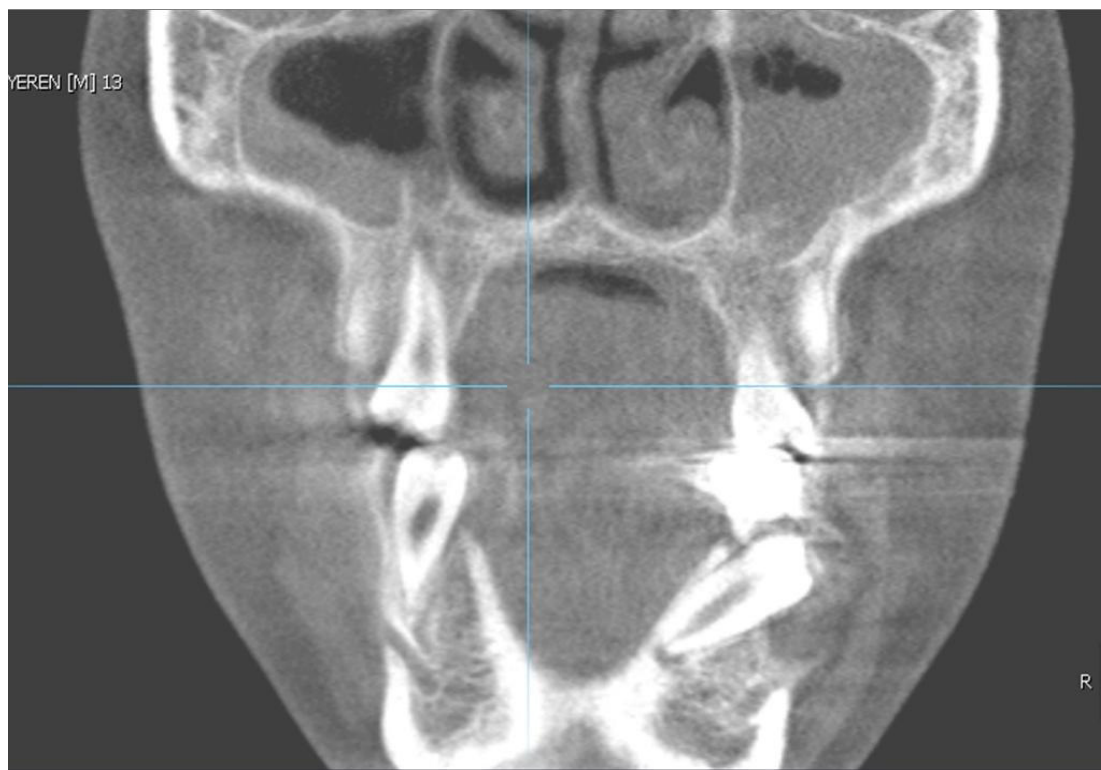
Tomografía Cone Bean inicial en un corte frontal se observa la pieza impactada y su relación con la pieza decidua.
